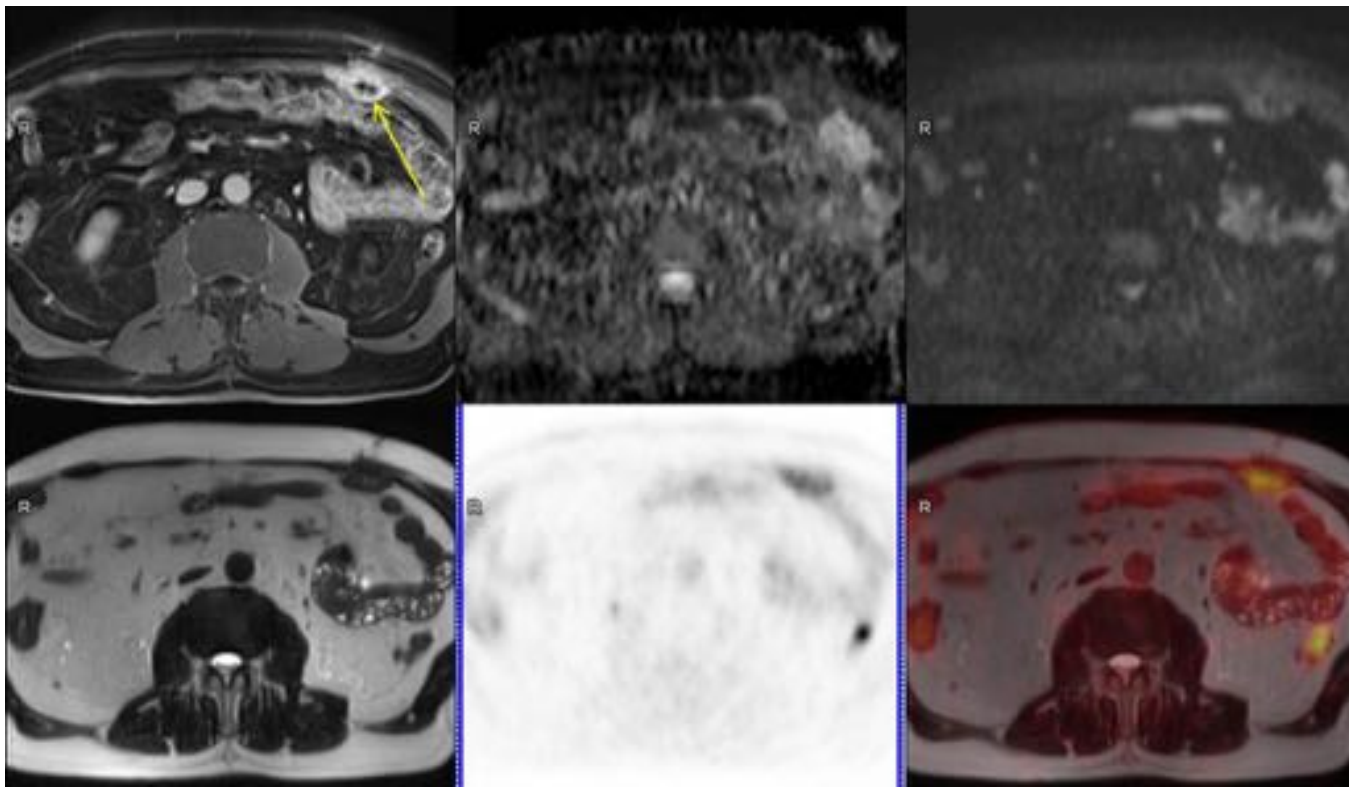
PET-RM en seguimiento oncológico de paciente operada de cáncer de páncreas. Lesión peritoneal en pared abdominal heterogénea, con moderada restricción de la difusión en la periferia, hipointensa en T2 y con captación de FDG con SUV máx. de 5,29, que en el contexto obliga a descartar implante peritoneal. La BAG fue de tejido mesotelial reactivo. Arriba: T1 FS postcontraste iv., mapa ADC y difusión con $b=1000$. Abajo: HASTE T2, PET y fusión de ambos.
